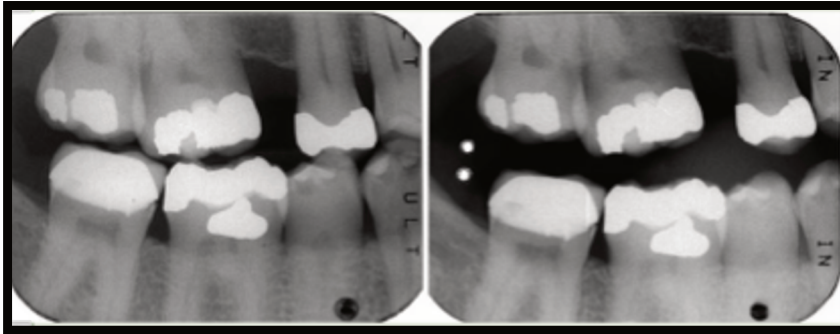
Comparação de radiografias bitewings para determinar a identidade. Imagem da esquerda representa o registo *ante-mortem* em Janeiro 2007 e a imagem da direita o registo *post-mortem* em outubro de 2007 (adaptado de Sweet, 2008).
